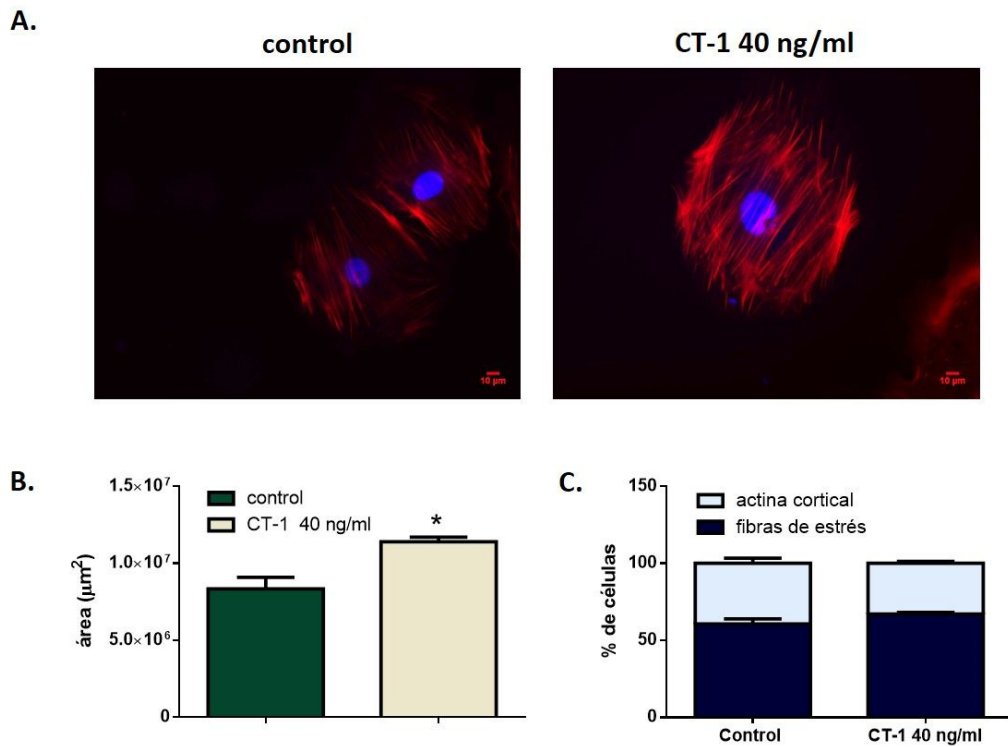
Análisis de la morfología del citoesqueleto. A. Microfotografías representativas de la inmunofluorescencia de faloidina en podocitos maduros inmortalizados tras 24 horas de estimulación con CT-1 40 ng/mL. B. Cuantificación del área celular mediante el software Fiji. C. Porcentaje de células con filamentos de actina en disposición cortical o en fibras citoplasmáticas de estrés tras 24 horas de estimulación con CT-1 40 ng/mL. Los datos representan la media \pm error estándar de la media de 3 experimentos. Test estadístico: T de Student. * $p < 0,05$ con respecto al control. Magnificación original: 200X; barra= 10 μ m. CT-1: cardiotrofina-1.
